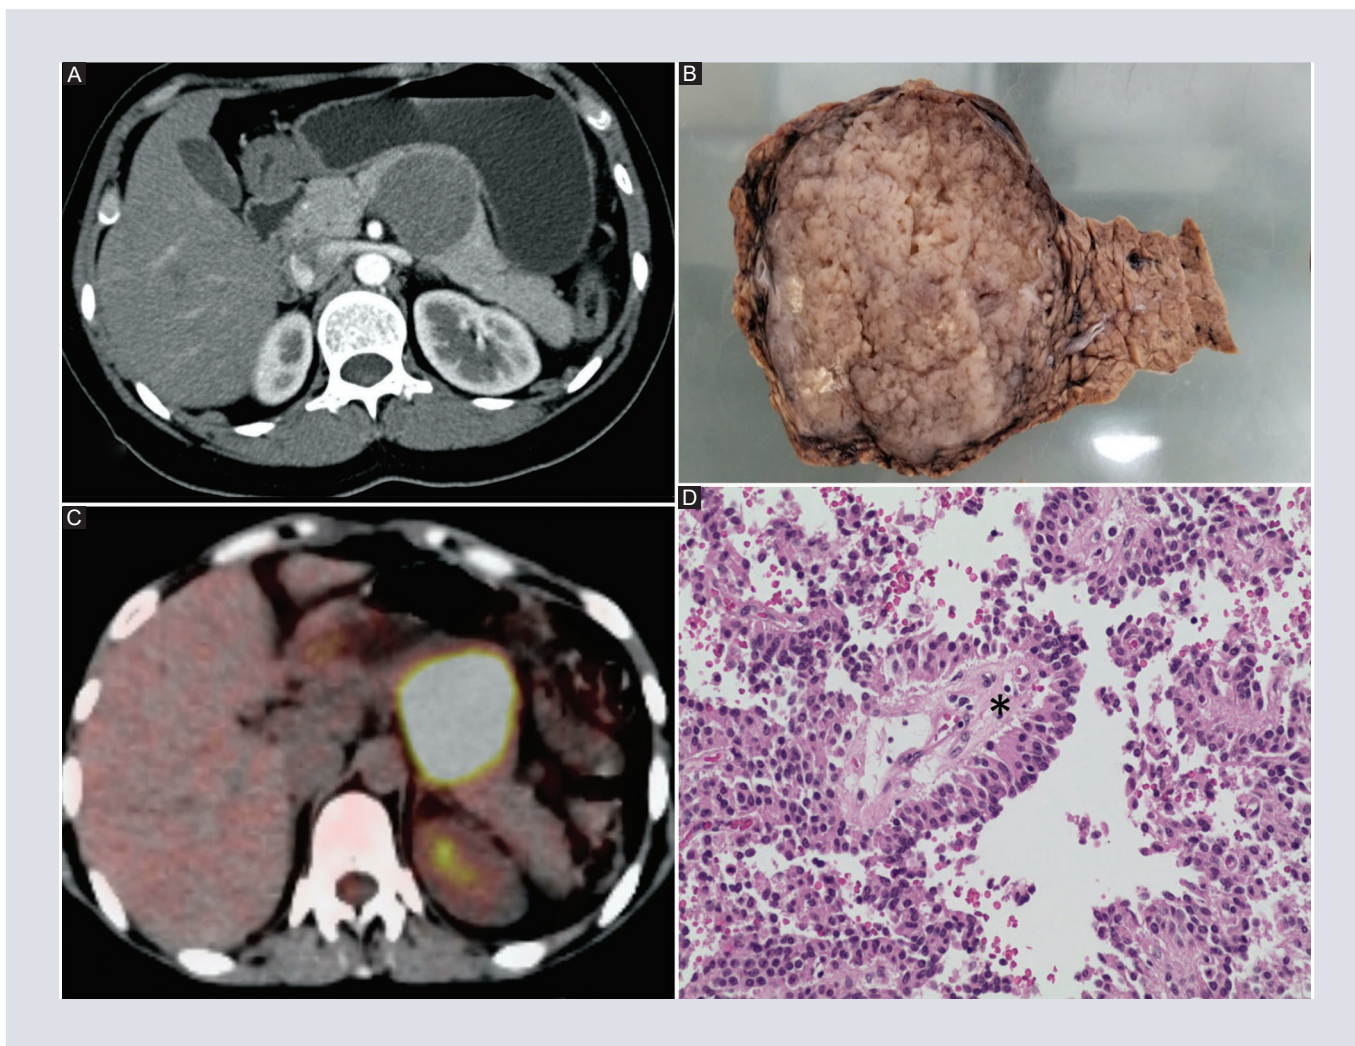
A y B: Tomografía computarizada con contraste en proyección axial y patología macroscópica que muestra una masa grande y encapsulada con una mezcla de quiste sólido. Tomografía por emisión de positrones-tomografía computarizada. C: muestra una zona de hipermetabolismo bien definida. D: imagen citológica, en la que se observan: pseudopapilas (*) con espacios a modo de hendiduras, con núcleos fibrovasculares hialinizados, revestidos por varias capas de células epiteliales blandas, frágiles, con citoplasma eosinófilo y monotonía citológica.
